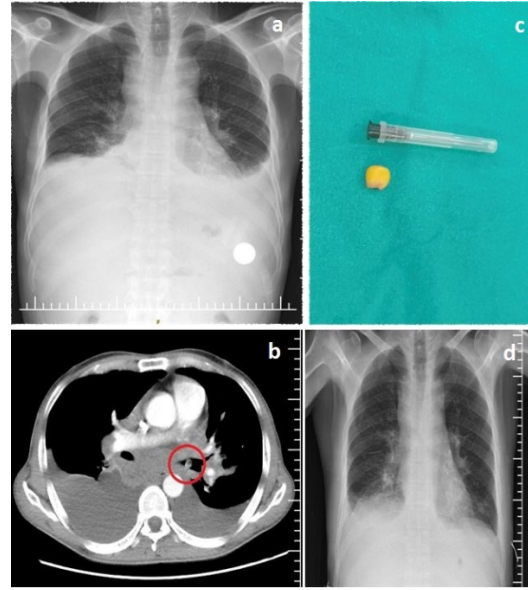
Sol total atelektazi ile başvuran opere larinks karsinomunun a. ilk başvuru anındaki akciğer grafisi b.6 ay sonra çekilen PA akciğer grafisi c. BT görüntüsü d. postoperatif çıkarılan ses aparatı e. Taburculuk öncesi akciğer grafisi.
